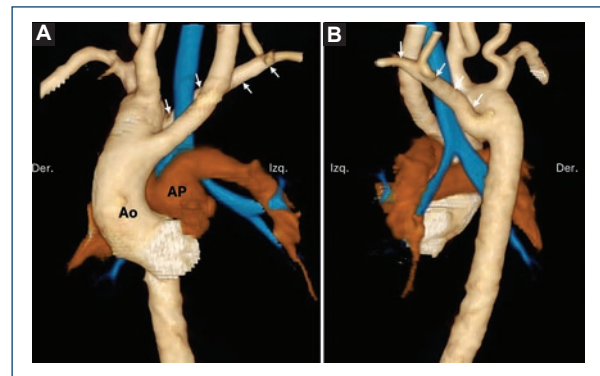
Subclavia izquierda aberrante. Reconstrucciones volumétricas a partir de tomografía cardiaca en vista anterior (A) y posterior (B). Paciente de 5 meses que debuta con cianosis. Se concluyó portador de tetralogía de Fallot con arco aórtico derecho y subclavia izquierda aberrante (flechas). En azul se representa la vía aérea. Ao: aorta; AP: arteria pulmonar.
